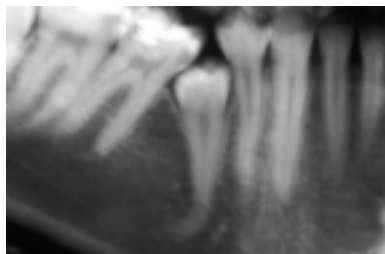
Ретенция 45 зуба (рентгенограмма).
